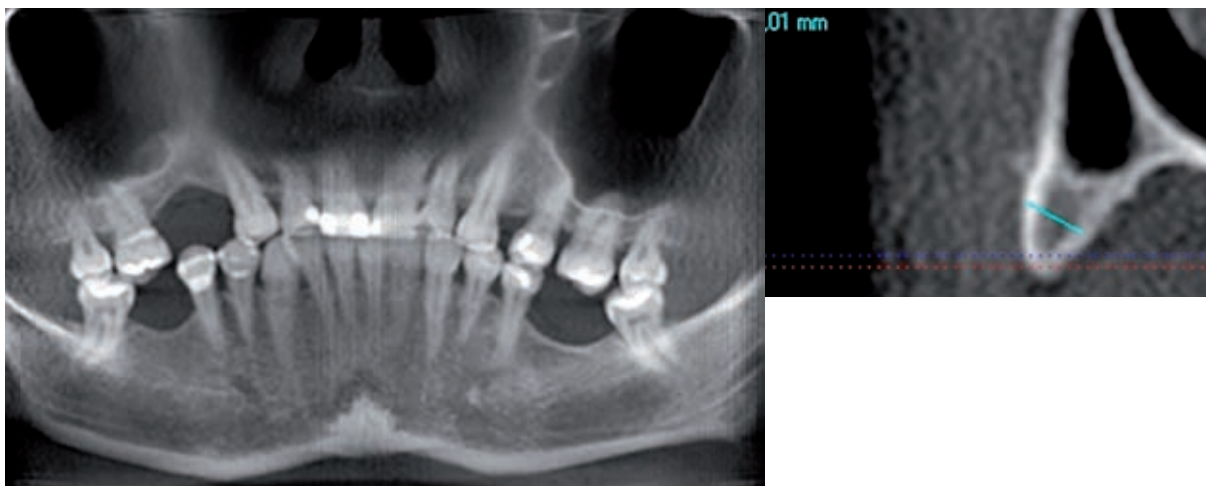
Control opg (2 weeks after surgery). Graft stabilized with miniplates, control CBCT (17 weeks after surgery), decreasing of bone defect due to bone graft remodeling and incorporation into adjacent bone. CBCT medial scan, visible higher mineralization of the trabecule of remodeled bone graft
